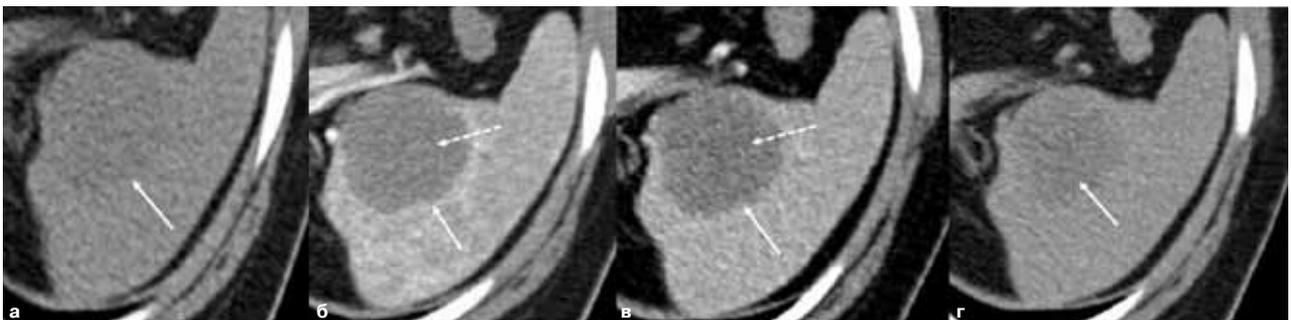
а–г. Снимки КТ с КУ в различные фазы контрастирования [12]. Аксиальный срез брюшной полости на уровне изменений в селезёнке. а — при нативном сканировании в селезёнке субкапсулярно определяется гиподенсное образование округлой формы с ровным контуром (стрелка); б, в — артериальная и венозная фазы контрастирования: образование постепенно накапливает контрастный препарат преимущественно по периферии (стрелка) с гиподенсной зоной в центральной части (пунктирная стрелка); г — венозная фаза: сохранение гиподенсной зоны в центральных отделах образования (стрелка)
